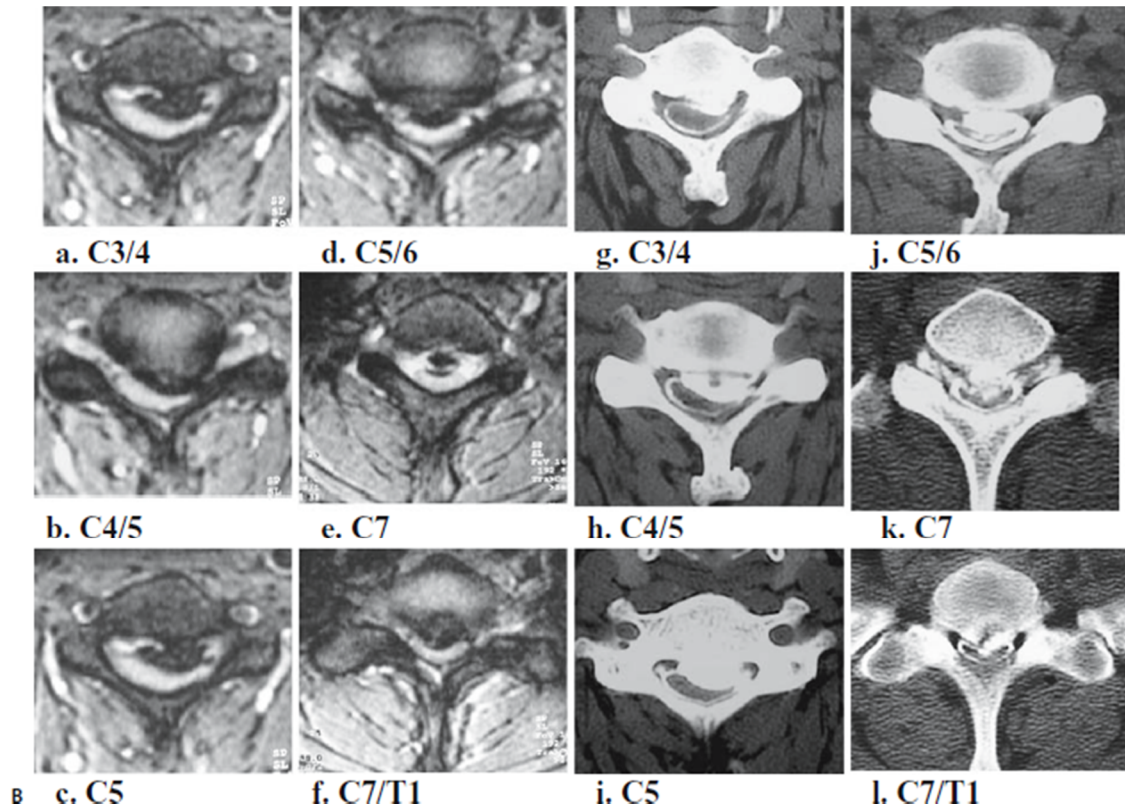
OPLL de type mixte chez une femme de 46 ans. A, une radiographie montre un OPLL de type continu s'étendant sur les niveaux C4, C5 et C6
